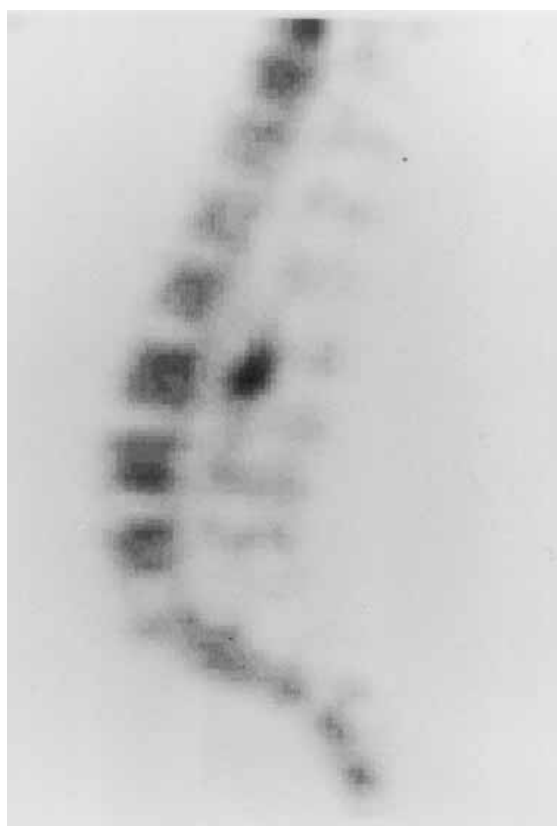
La tomografía computerizada con emisión de fotones (SPECT) en proyección transaxial (a) coronal (b), y sagital (c) demuestra la presencia de un foco de hipercaptación del trazador en la apófisis articular inferior de la tercera vértebra lumbar.
